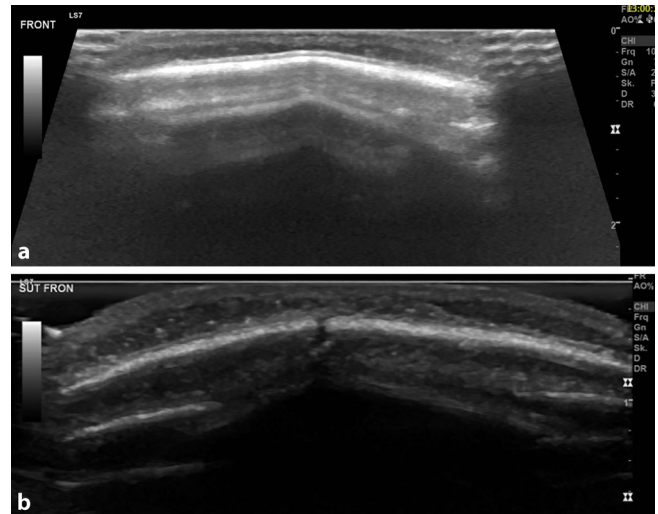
▲ Sonographische Darstellung der Sutura sagittalis bei vorzeitiger Verknöcherung (a) sowie in offenem Zustand (b)
